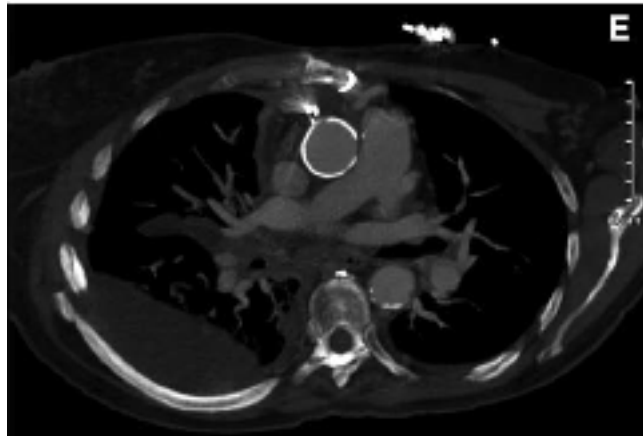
CT - Porzellanaorta [15]
